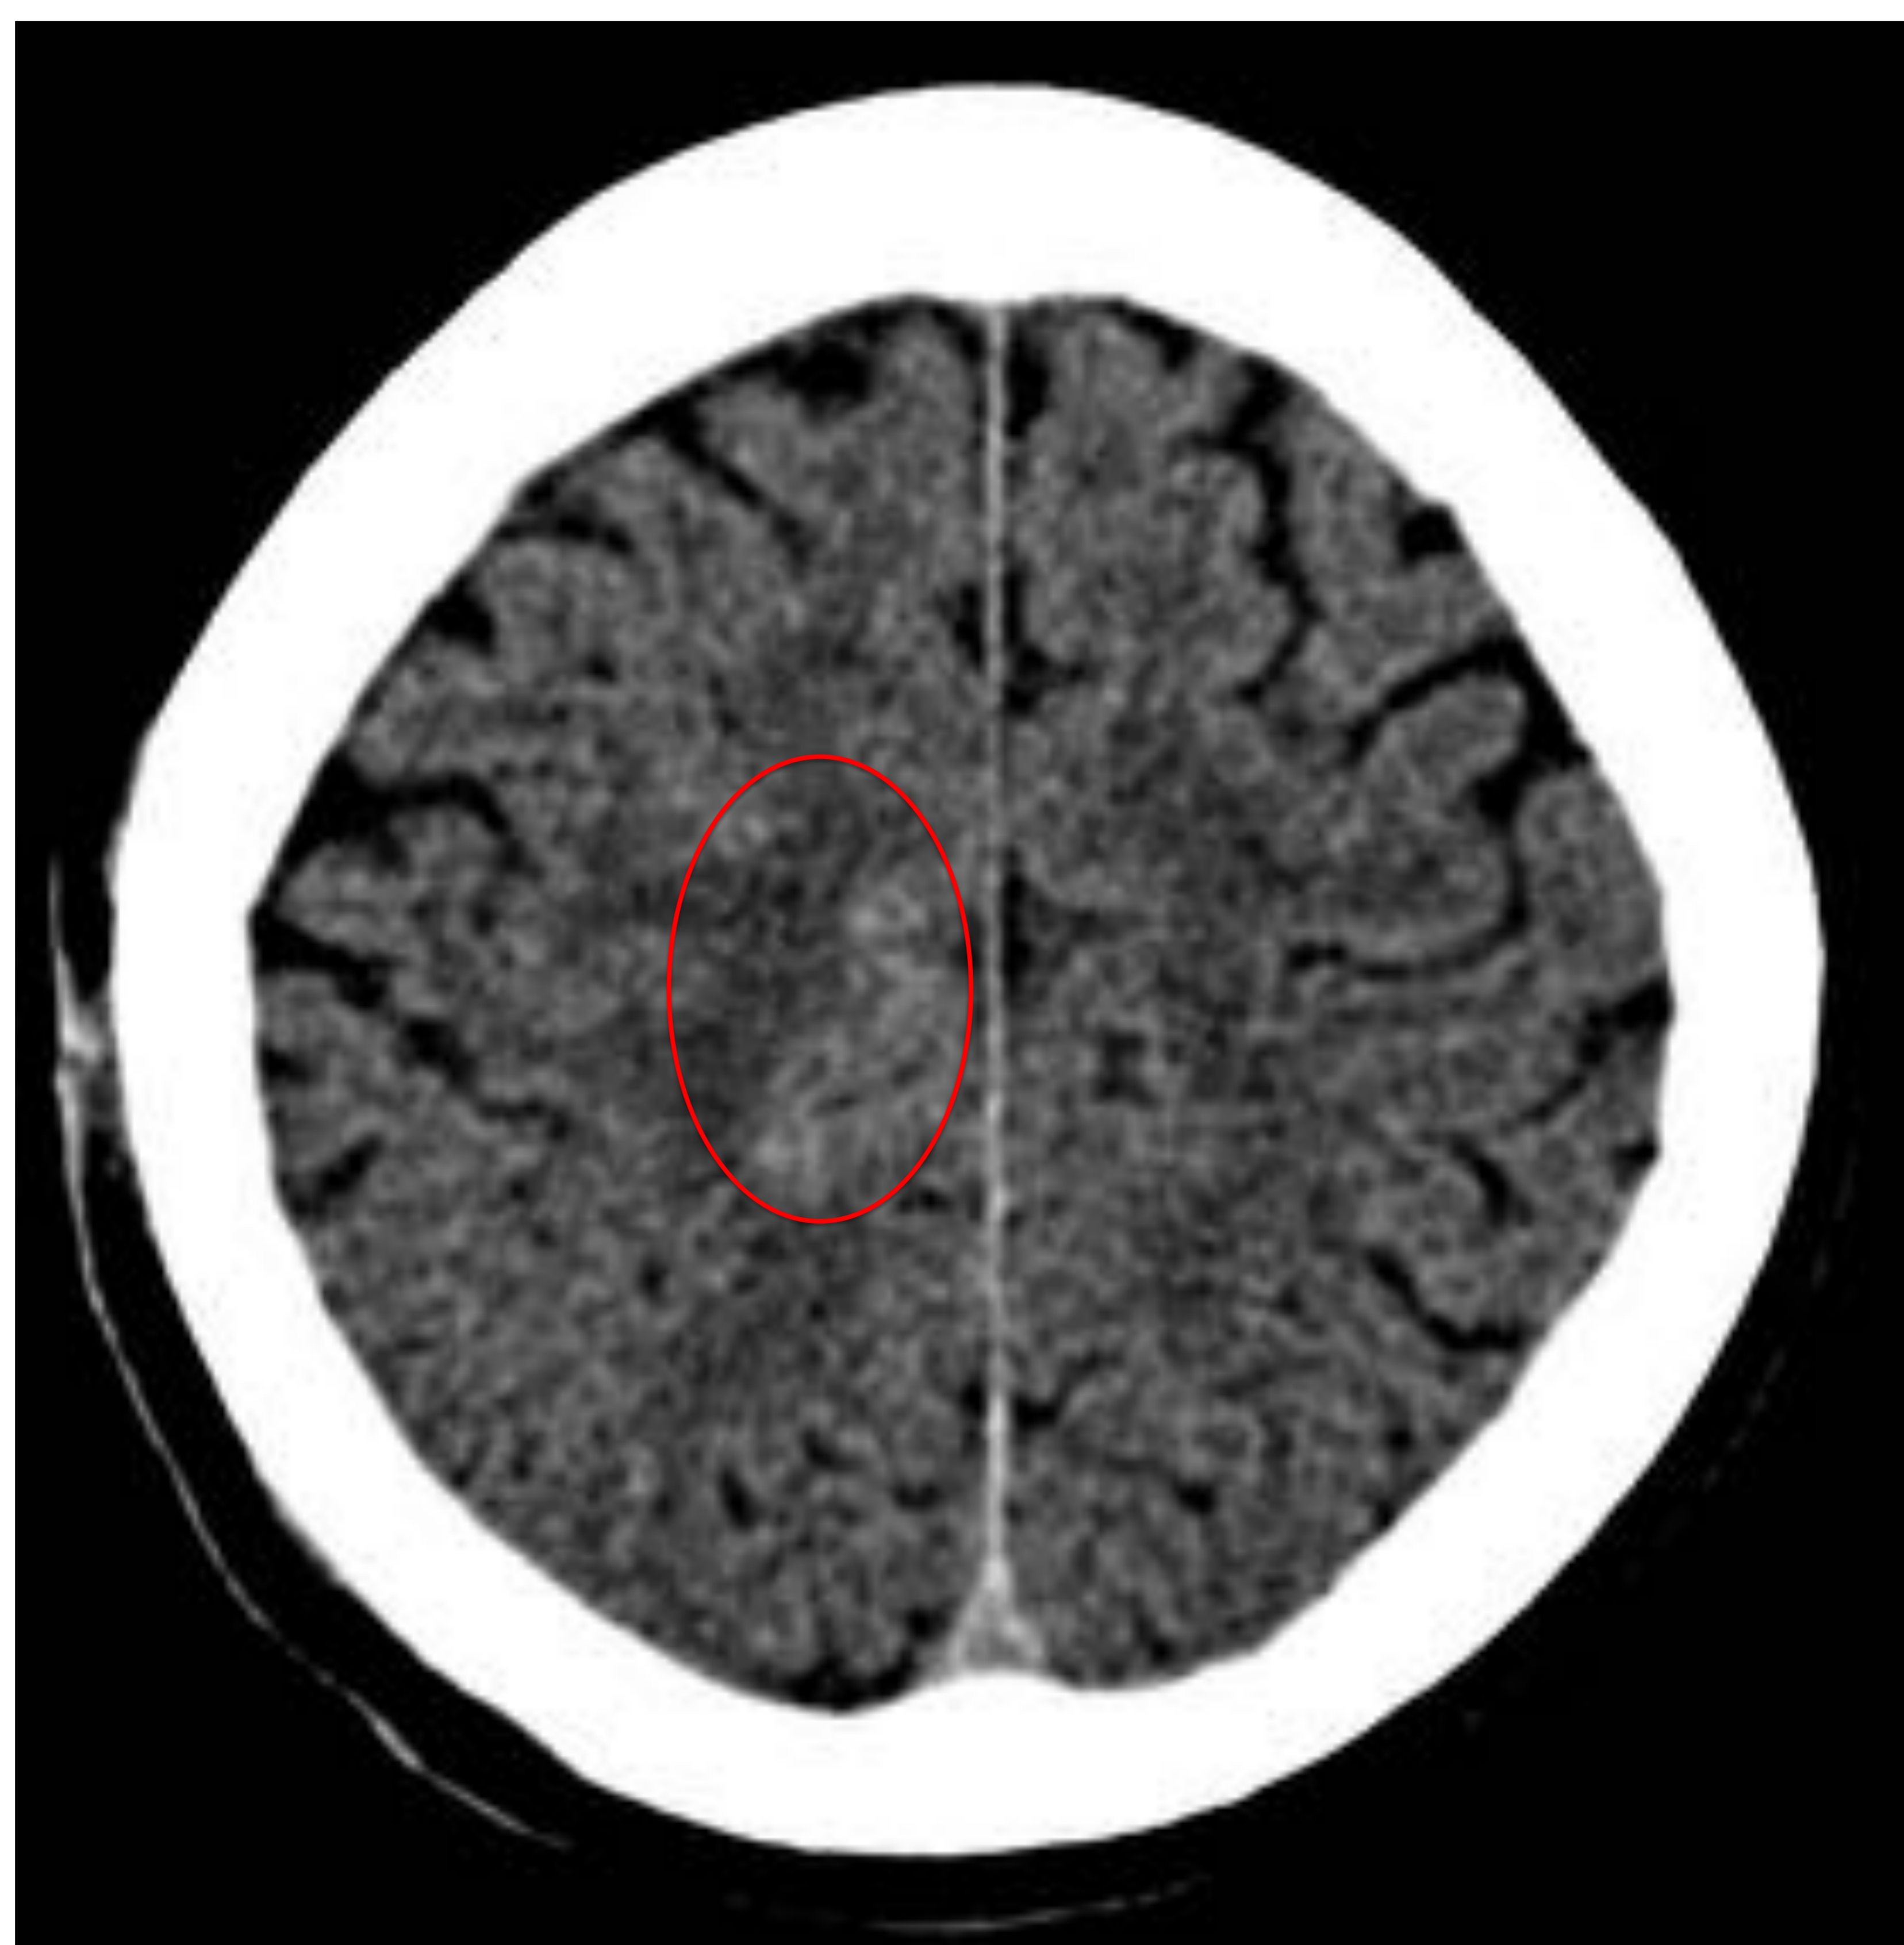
TC craneal sin contraste, corte axial. Paciente con TCE leve con pequeño foco de contusión hemorrágica (flecha) con área de alta atenuación en un surco del lóbulo frontal paramedial derecho, sin otra complicación hemorrágica intracraneal asociada. Se aprecia el hematoma extracraneal de partes blandas en la región frontal anterior izquierda. Paciente del grupo A: toma de AC (Sintrom).
